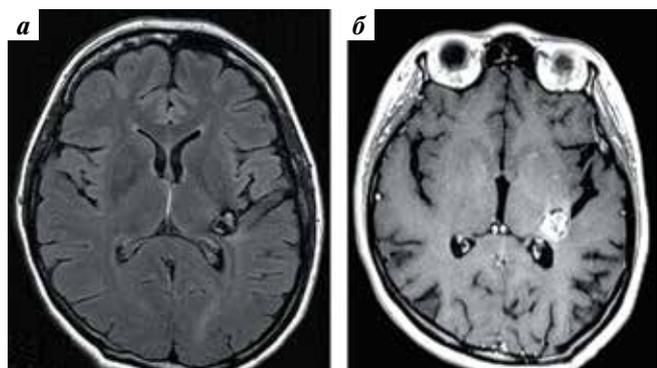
Контрольные магнитно-резонансные томограммы головного мозга пациентки через 5 мес после появления признаков радионекроза: режим T2-FLAIR без контрастного усиления (а) и T1 с контрастным усилением (б). Положительная динамика признаков лучевой токсичности
